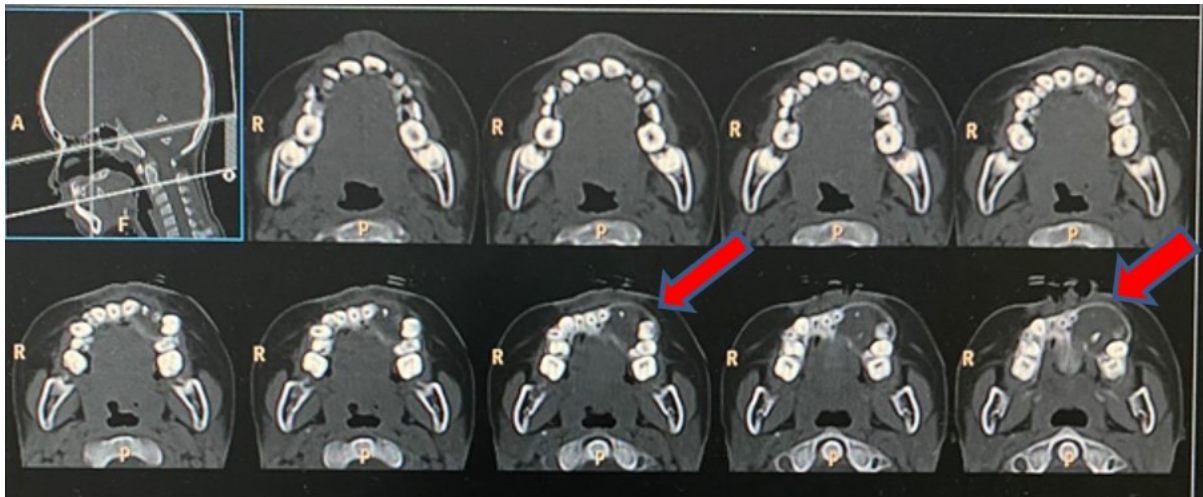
Gambaran Coronal CT Scan
